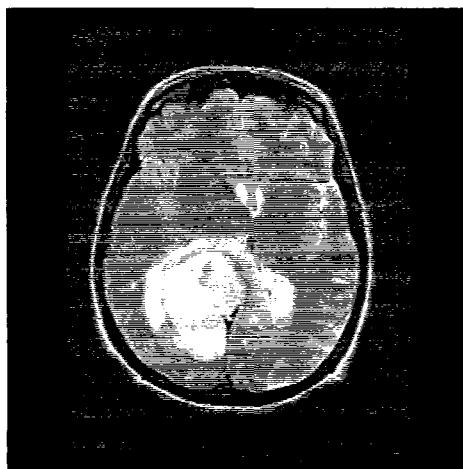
3B. 2a, 3. 3B. 2b. Aspect IRM de glioblastom
